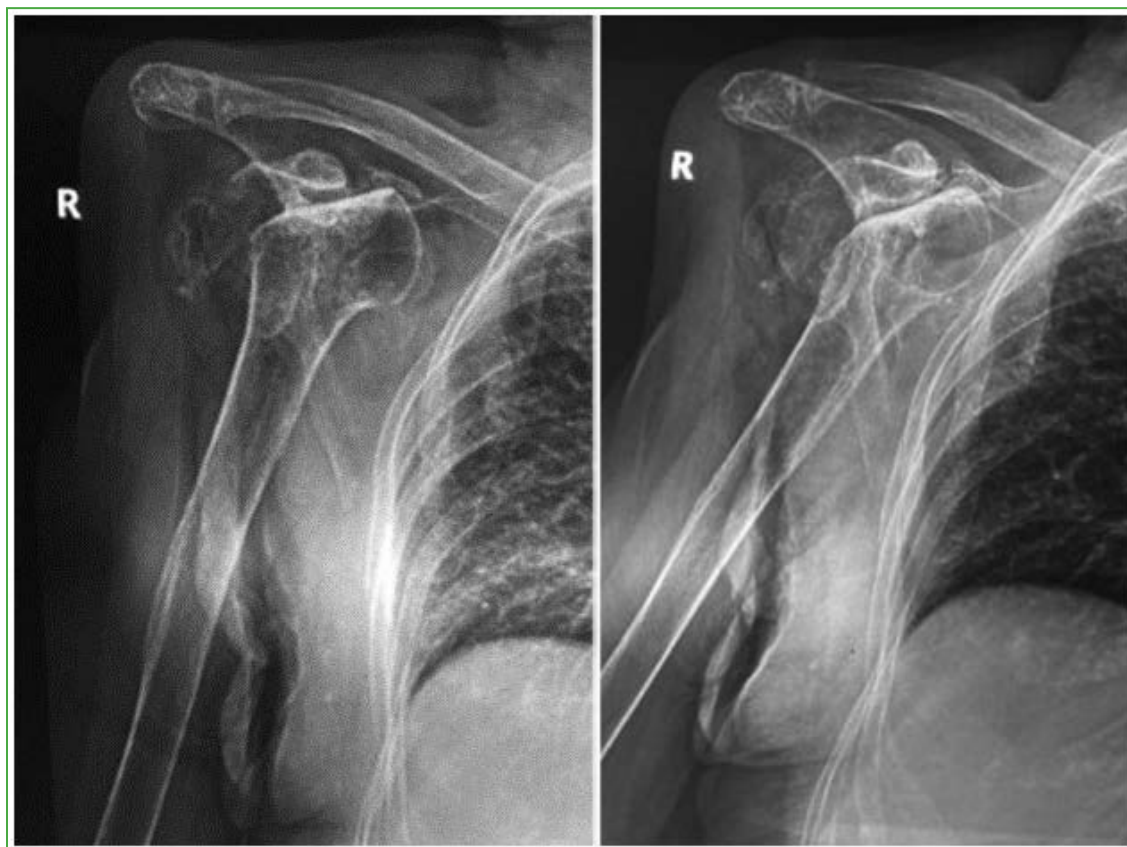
Radiografías de hombro derecho, de frente y de perfil. Se observa la pérdida de la congruencia articular glenohumeral con un defecto óseo humeral.
